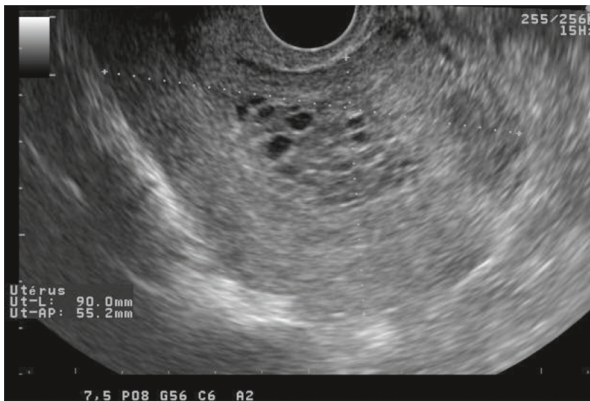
Échographie 2D par voie vaginale. Coupe sagittale de l'utérus contenant une image hétérogène vacuolisée évocatrice de grossesse molaire.
